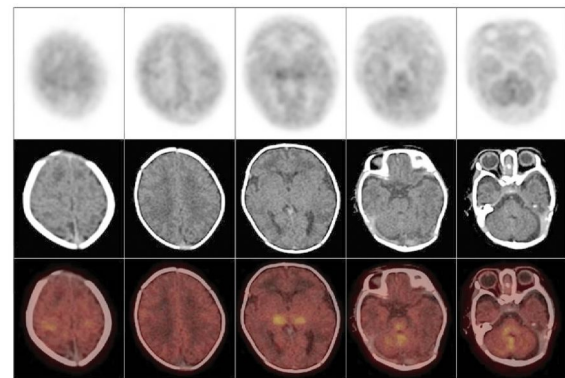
中度缺血缺氧性脑病患儿 ^{18}F -FDG PET/CT 脑显像图
